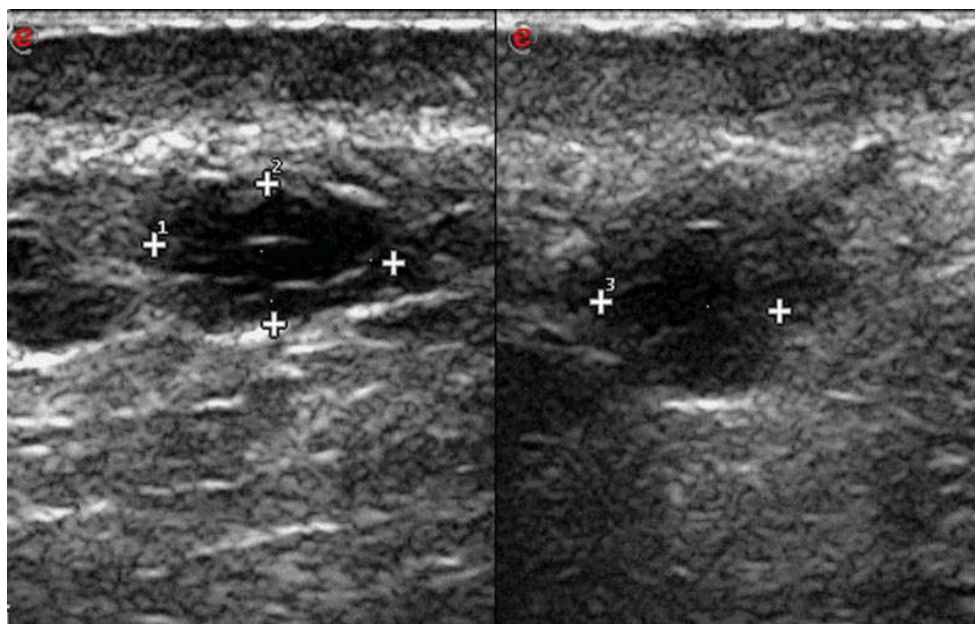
На эхотомограммах хорошо дифференцируются мелкие филлеры в субдермальном слое губ. Мелкие гипэхогенные структуры с четкими неровными контурами, неоднородной структуры с гиперэхогенными линейными включениями и анэхогенными участками, без признаков перифокального фиброза.
